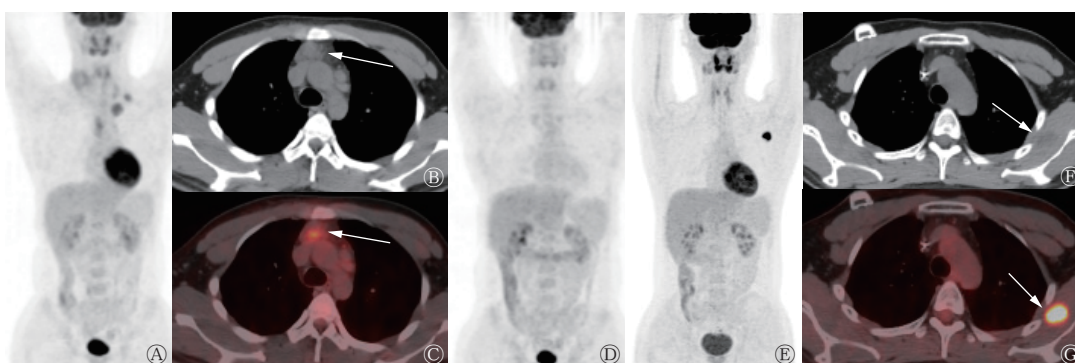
结节性筋膜炎患者(男性, 25岁)在霍奇金淋巴瘤治疗过程中的3次 ^{18}F -FDG PET/CT显像图 A为该患者第1次 ^{18}F -FDG PET/CT全身MIP图, 示左侧颈部、左侧锁骨区、左上纵隔、前纵隔、主动脉弓旁有多发肿大淋巴结, ^{18}F -FDG代谢增高; B、C为横断面CT及 ^{18}F -FDG PET/CT融合图, 示前纵隔肿大淋巴结(白色箭头), 大小约3.1 cm×2.8 cm, $\text{SUV}_{\text{max}}=4.7$; D为经4次ABVD方案化疗后, 第2次 ^{18}F -FDG PET/CT全身MIP图, 示原发病灶均未见异常 ^{18}F -FDG代谢增高灶; E为第3次 ^{18}F -FDG PET/CT全身MIP图, 示左侧肩胛下肌内新发 ^{18}F -FDG代谢增高灶, F、G为横断面CT及 ^{18}F -FDG PET/CT融合图, 示左侧肩胛下肌内新发低密度病灶(白色箭头), 边界尚清, 内部密度均匀, 大小约1.5 cm×1.3 cm, CT值为31.4 HU, $\text{SUV}_{\text{max}}=13.06$ 。FDG为氟脱氧葡萄糖; PET为正电子发射断层显像术; CT为计算机体层摄影术; MIP为最大密度投影; SUV_{max} 为最大标准化摄取值; ABVD方案为在第1天和第15天, 分别静脉滴注多柔比星脂质体30 mg+博来霉素15 mg+长春瑞滨10 mg+达卡巴嗪0.6 mg, 1个周期为21 d
